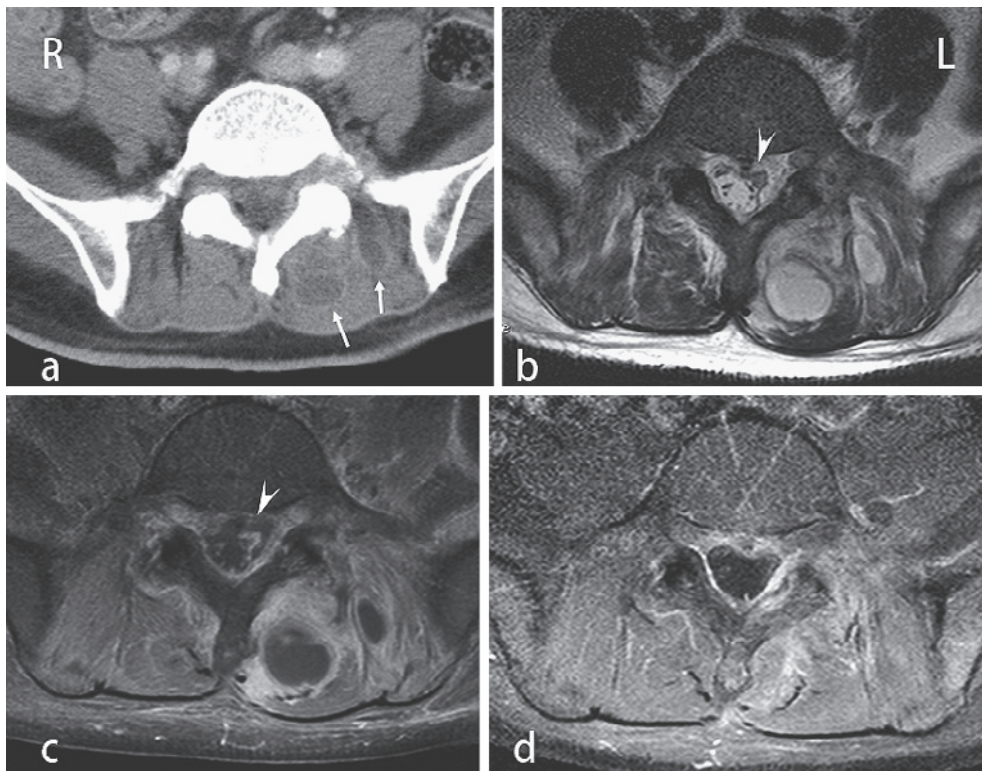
CT and MRI of the lumbar and sacral area before (a-c) and after (d) treatment.
